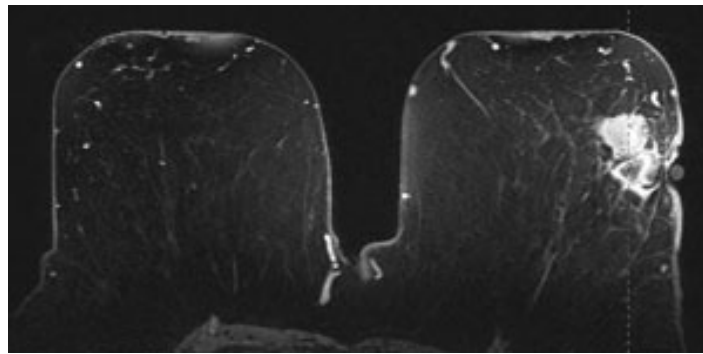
Exemplo de uma imagem obtida utilizando a técnica MRI [10]
